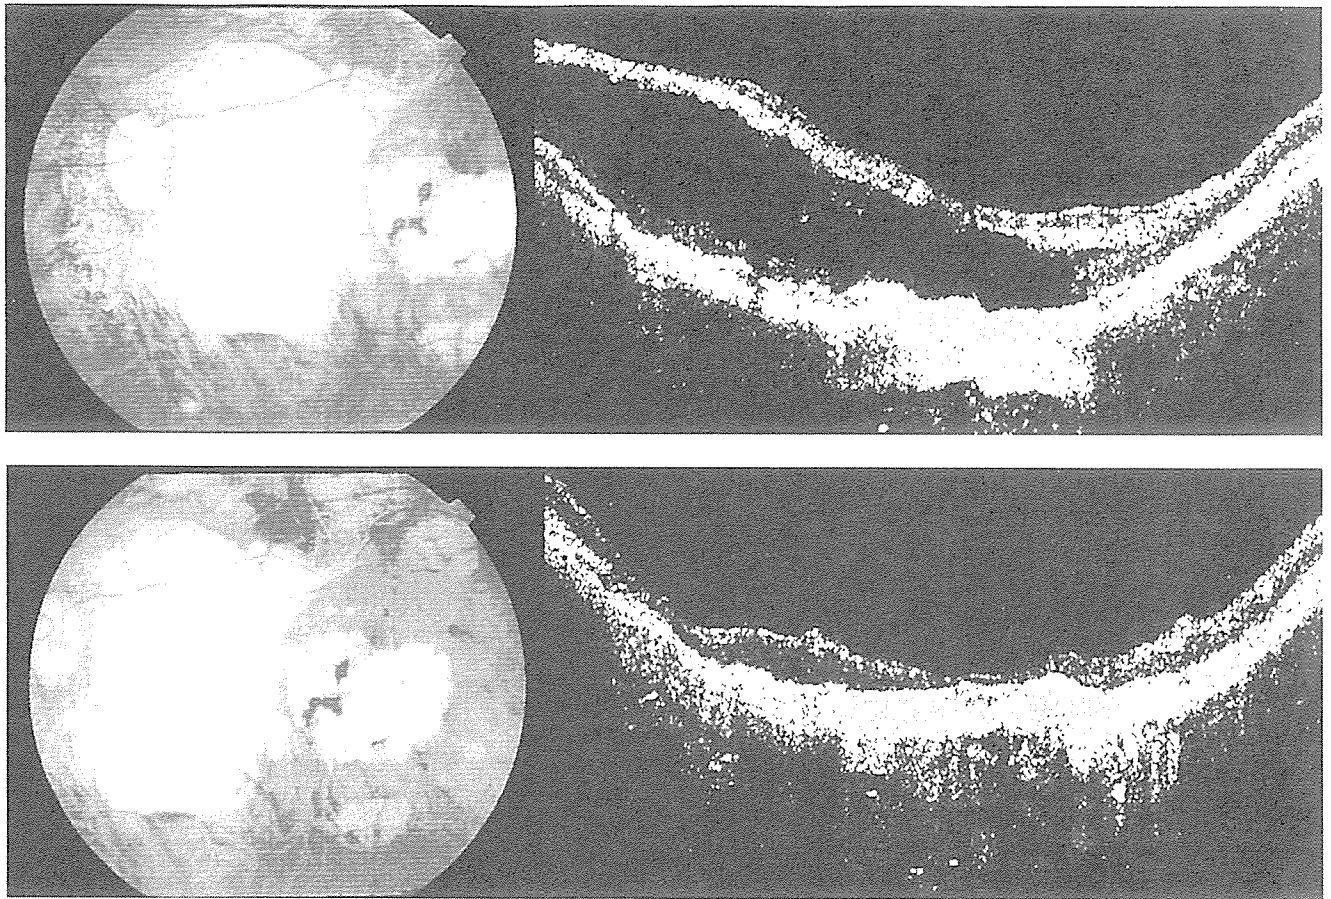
Preoperative and postoperative fundus photographs and optical coherence tomography (OCT) scans in case 2. A preoperative fundus photograph and OCT scan (Top) show persistent MF after the primary surgery. The best-corrected visual acuity (BCVA) at the time was 20/150. The patient underwent vitrectomy with internal limiting membrane peeling and gas tamponade. A postoperative fundus photograph and OCT image (Bottom) show total foveal reattachment after repeat vitrectomy. The BCVA remained 20/150 at 22 months after reoperation.
